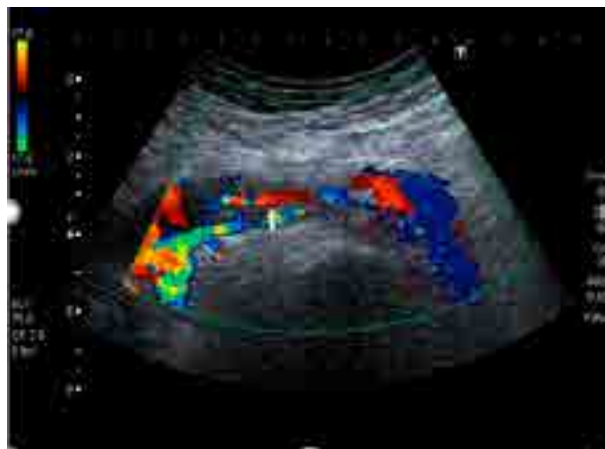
Ехосонограма: Тромботичний стеноз глибокої вени з субоклюзією просвіту вени. В+Doppler-mode
